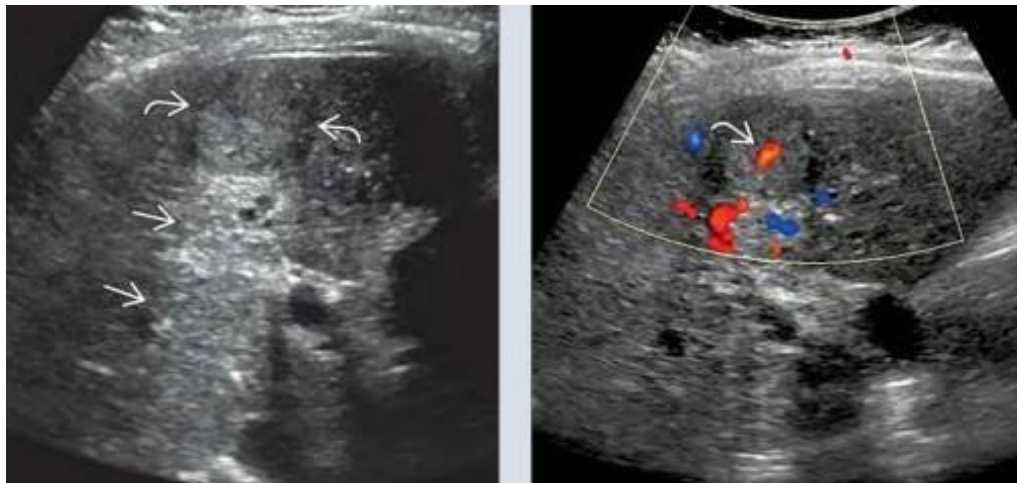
(Izquierda) Imagen de US transversa en escala de grises muestra hepatocarcinoma pobremente hipocogénico, sólido con un halo hipocogénico y realce acústico posterior, el cual es ocasionalmente visto en el HCC. (Derecha) Imagen con Doppler color muestra detectable vascularidad interna en el HCC (18).
